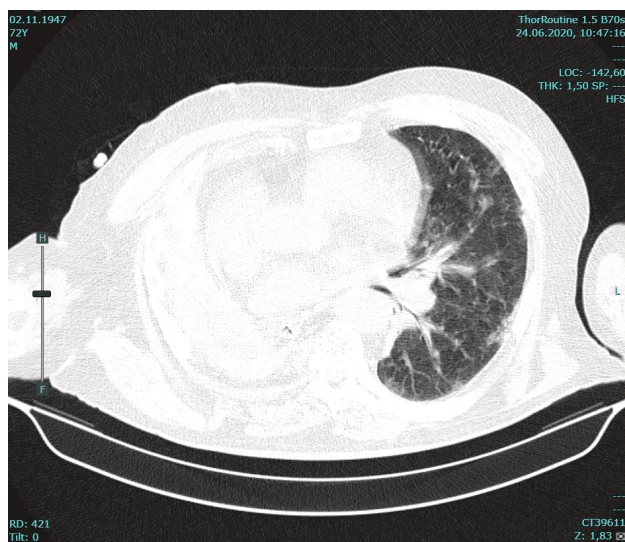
Фронтальная томограмма ОГК от 24.06.2020г.
